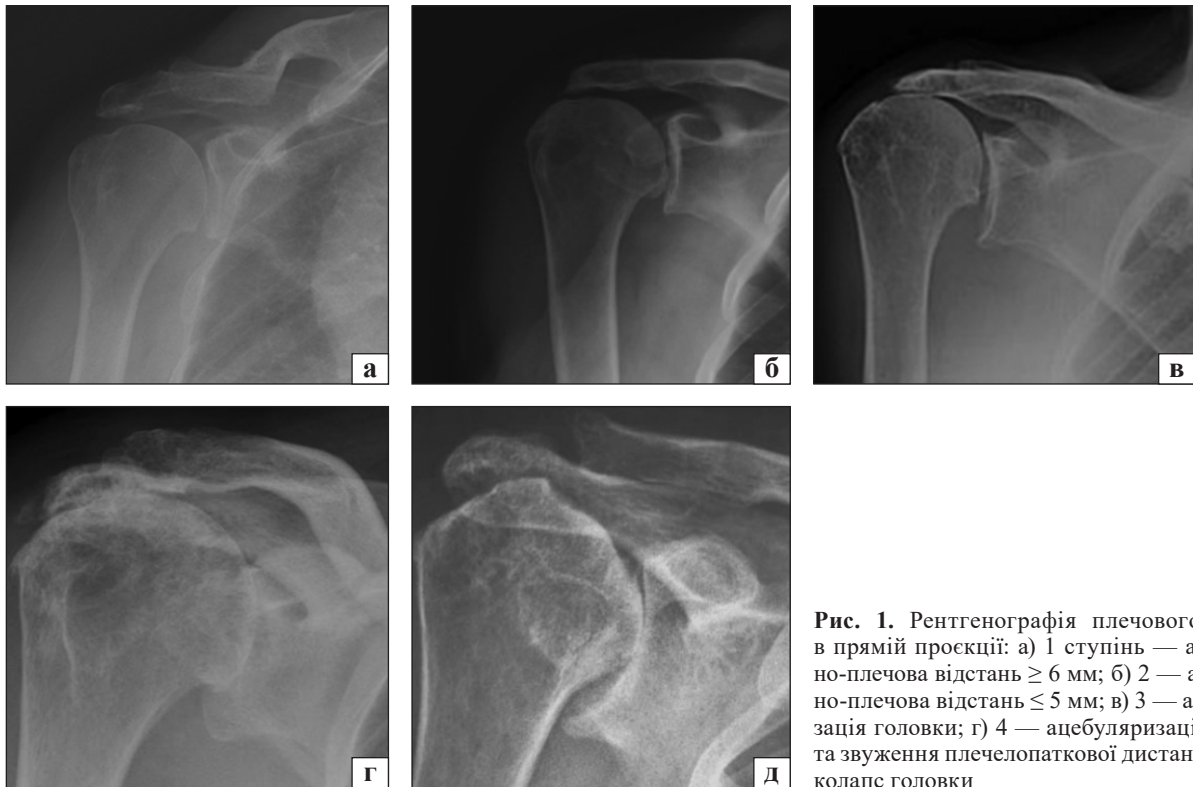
Рентгенографія плечового суглоба в прямій проєкції: а) 1 ступінь — акроміально-плечова відстань ≥ 6 мм; б) 2 — акроміально-плечова відстань ≤ 5 мм; в) 3 — ацебуляризація головки; г) 4 — ацебуляризація головки та звуження плечелопаткової дистанції; д) 5 — колапс головки
